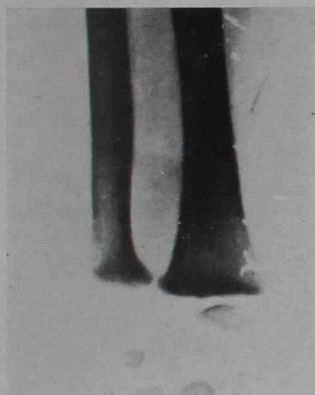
Radiografía obtenida en pronación. Seudo cúpula en el cúbito.
